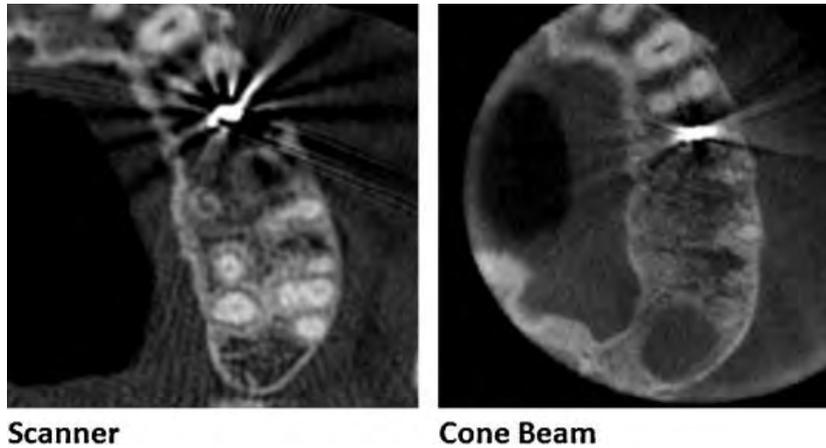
Artéfacts métalliques du scanner supérieurs à ceux du Cone Beam (même patient)
